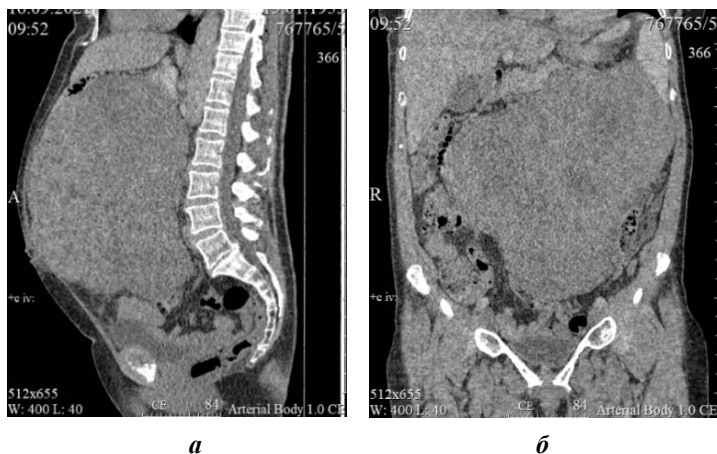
а, б – КТ брюшной полости, в – удаленная опухоль
